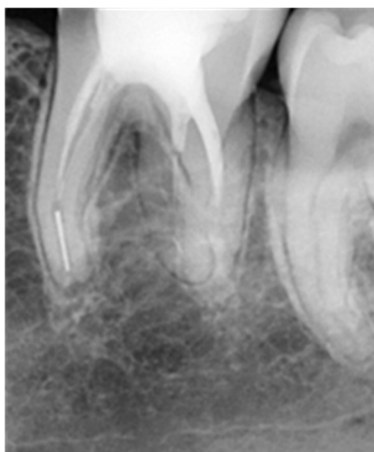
Radiografía preoperatoria elemento 36.
